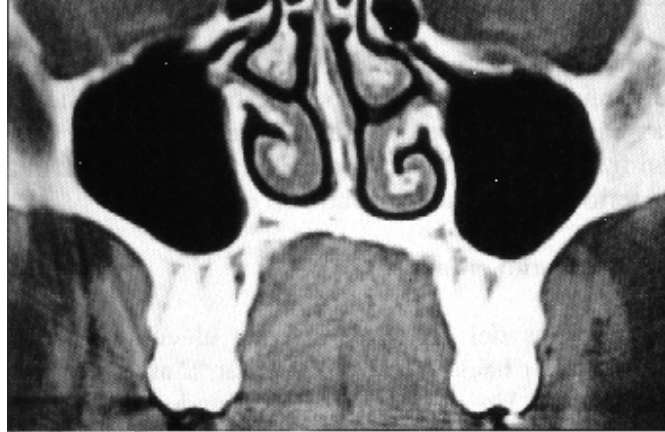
Tomografía computarizada que muestra la relación de las raíces molares con la membrana sinusal.
